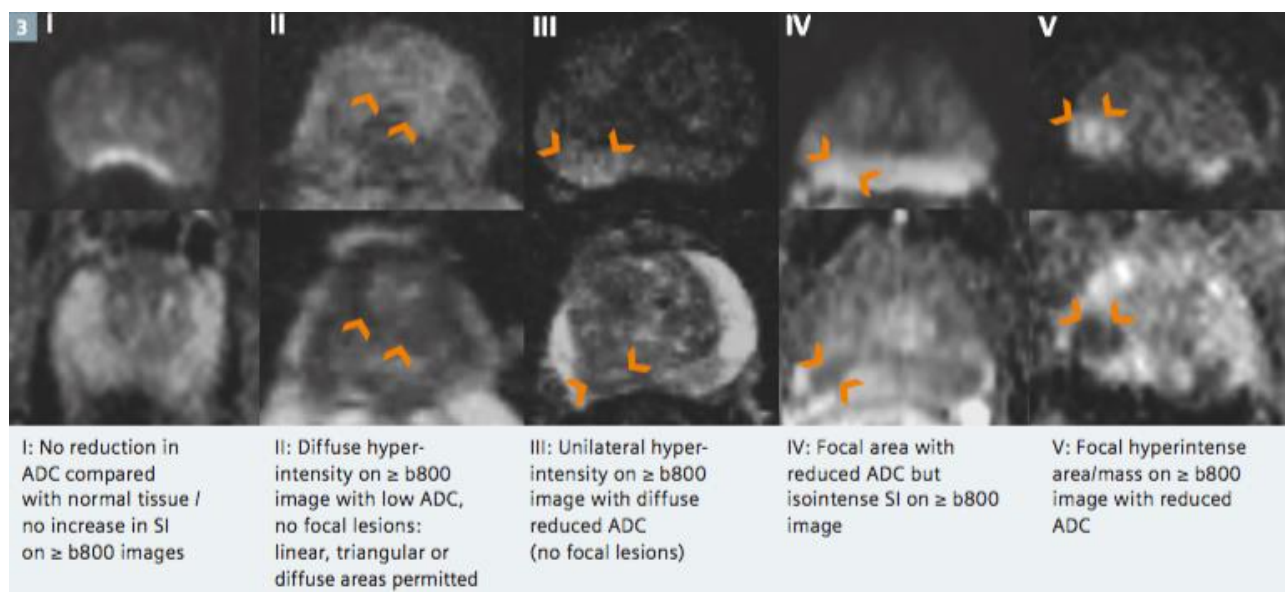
Clasificación PI-RADS RM Difusión (valores  $b$  altos y ADC)<sup>13</sup>
